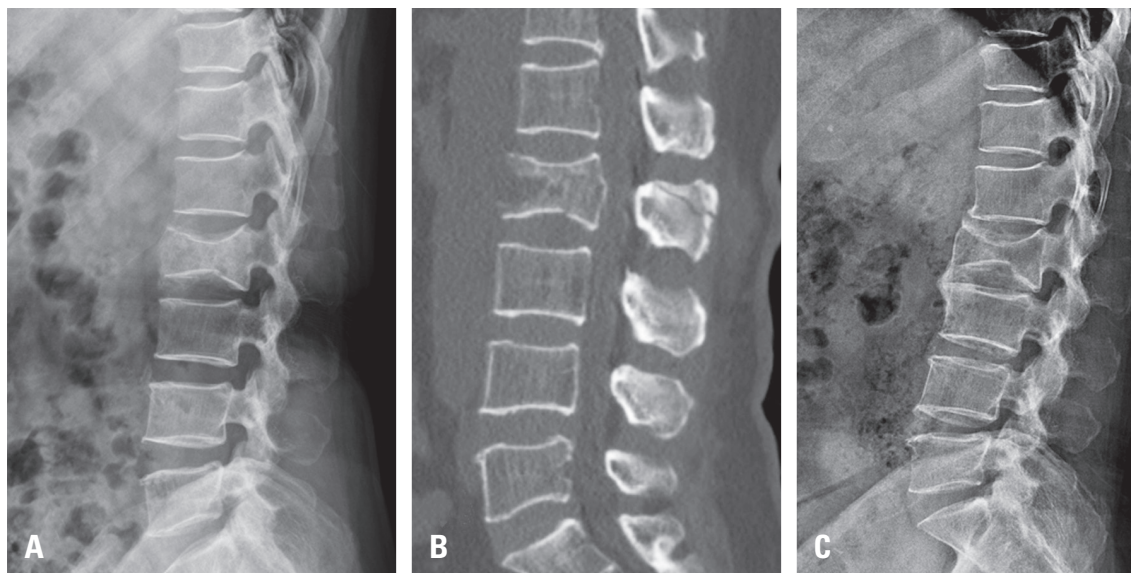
A 50-year-old female patient with an L2 flexion-distraction injury who received conservative treatment. (A) Initial radiograph. (B) Computed tomography shows an increase in the interspinous interval and fracture of the spinous process. (C) After 2 years, the collapse showed minor progress, but was stabilized, and the kyphosis was also stabilized, showing no increase.
